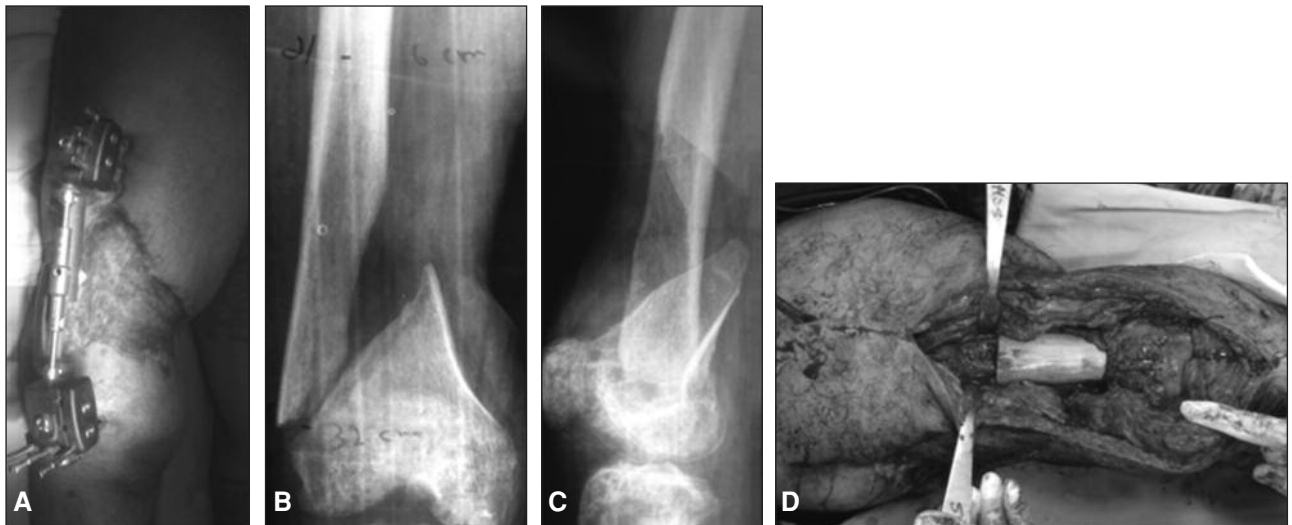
A. Muslo derecho. Se observan lesiones de las partes blandas y la estabilización con un tutor externo. B y C. Radiografías preoperatorias de frente y perfil. El segmento de cortical externa del fragmento proximal, desvitalizado, fue resecado para el tratamiento definitivo. D. Imagen intraoperatoria con el injerto colocado e invaginado en los cóndilos femorales.
